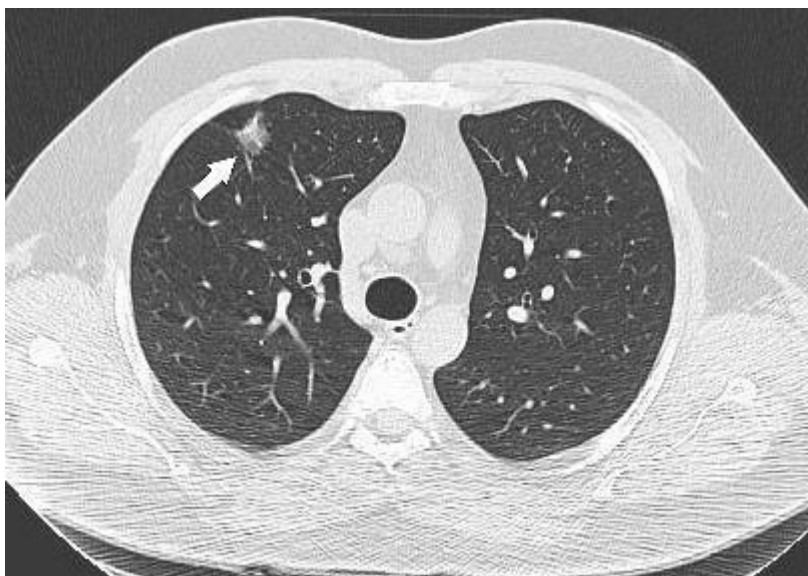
Tomografia de tórax em janela de pulmão. Lesão irregular com atenuação em vidro fosco no segmento anterior do lobo superior direito (seta), relacionada a um adenocarcinoma.
